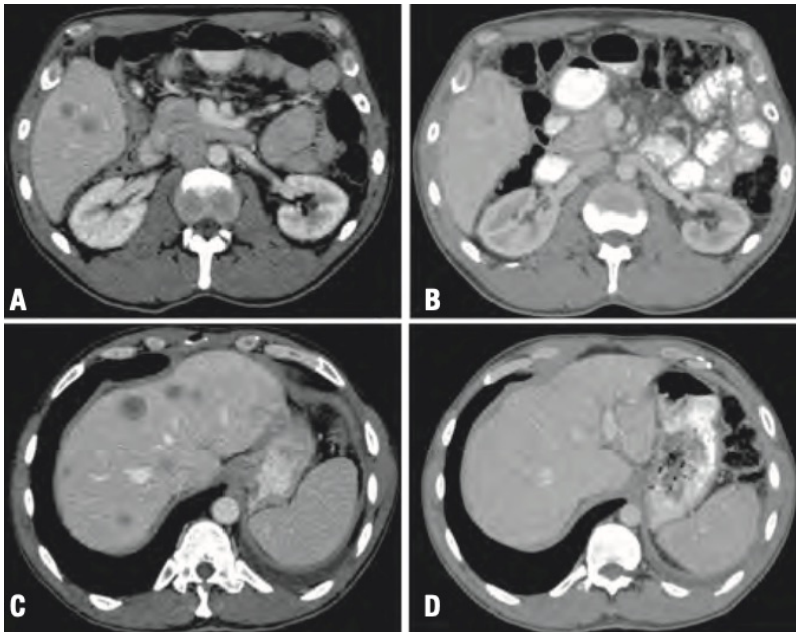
Paciente con reordenamiento ALK con respuesta completa por imágenes luego de tratamiento con crizotinib. A y B. Tomografías mostrando múltiples nódulos hepáticos C y D. Tomografías mostrando desaparición de nódulos hepáticos luego del tratamiento.
